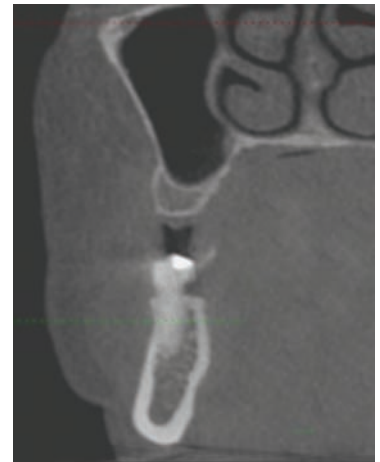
CBCT (coupe frontale) au niveau du site 15. L'examen par CBCT a été pratiqué avant la procédure d'élévation du sinus maxillaire. L'examen montre la crête osseuse résiduelle de 4 mm de hauteur.
